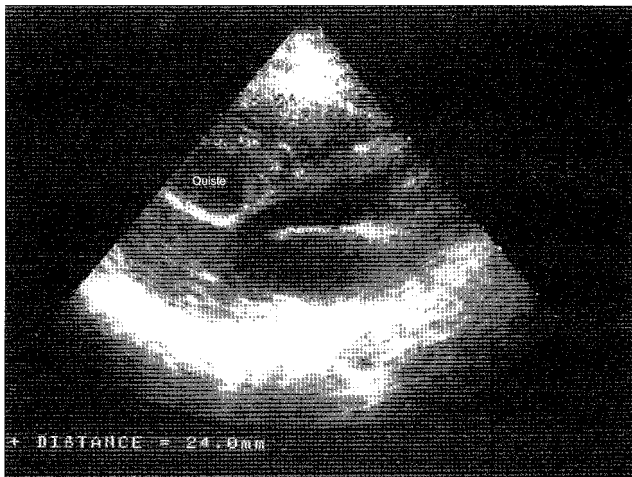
Ecocardiografía transtorácica preoperatoria.
